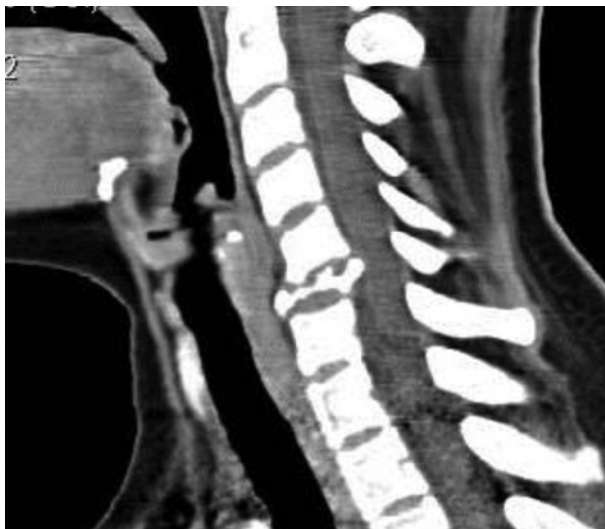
Компьютерная томограмма шейного отдела: патологический перелом тела С6 позвонка с компрессией спинного мозга костными отломками
